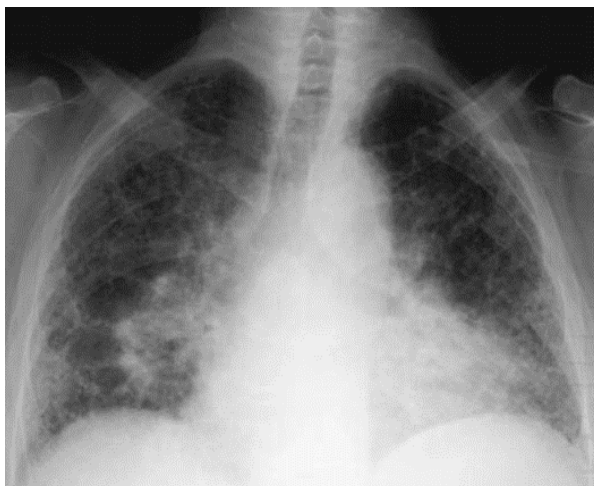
Radiographie thoracique de face. Fibrose pulmonaire idiopathique. Cavités en « rayon de miel » dans la périphérie pulmonaire.
